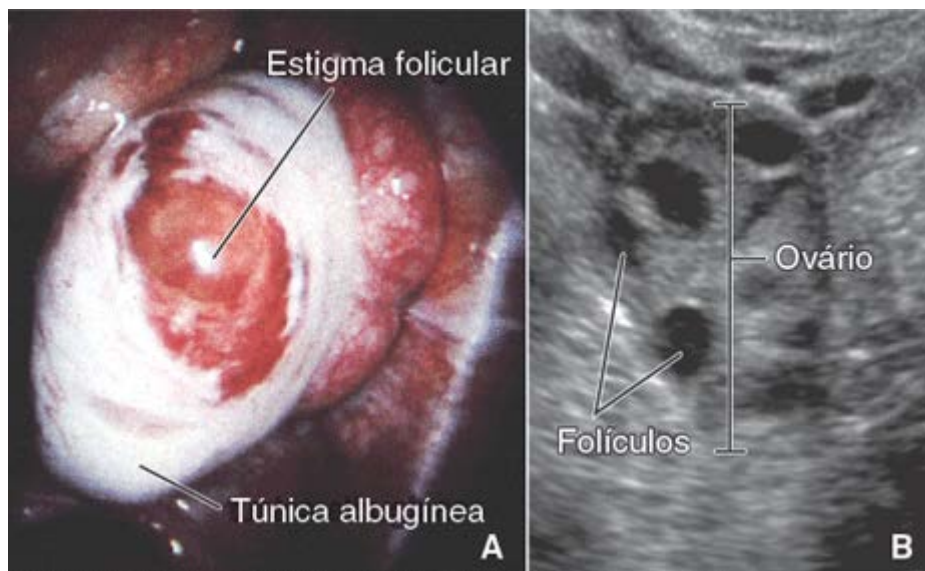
Exame endoscópico e ultrassonográfico do ovário. A. Esta fotografia mostra uma vista do ovário humano durante a cirurgia endoscópica para coleta de oócitos. O ovário encontra-se em um estágio imediatamente anterior à ovulação. Observe a área abaulada do folículo com o estigma folicular claramente visível. O epitélio germinativo que recobre a túnica albugínea sofreu ruptura na área em que ocorrerá a ovulação. B. O desenvolvimento de técnicas não cirúrgicas, como a ultrassonografia, ajuda a monitorar o crescimento folicular e mostra-se útil como método para determinar o momento de coleta de oócitos pré-ovulatórios. (Cortesia do Dr. Charles C. Coddington, III, Mayo Clinic.)
